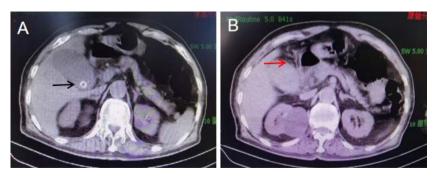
Abdominal CT (coronal): (A) high tension gallbladder and gallstones (black arrow); (B) Thickened gallbladder wall and perigallbladder exudation (red arrow)
